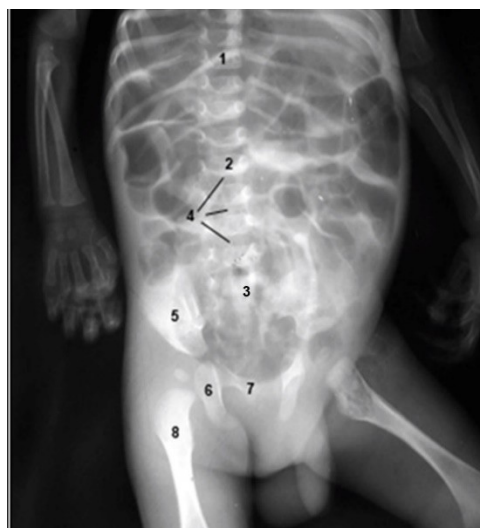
Рентгенограма новонародженого чоловічої статі (пряма проекція):
